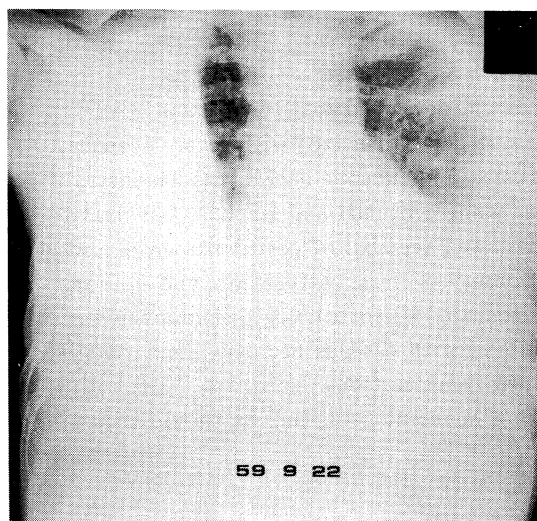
図1左：初診時胸部X線写真。両側に著明な胸水貯溜を認める。
